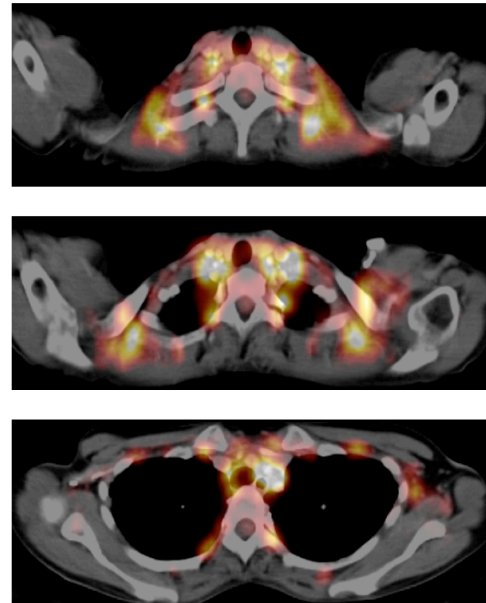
PET/CT, Axiale Schnitte mit BAT-Uptake cervical (oben), supraclaviculär (mittig) sowie paravertebral (unten)
